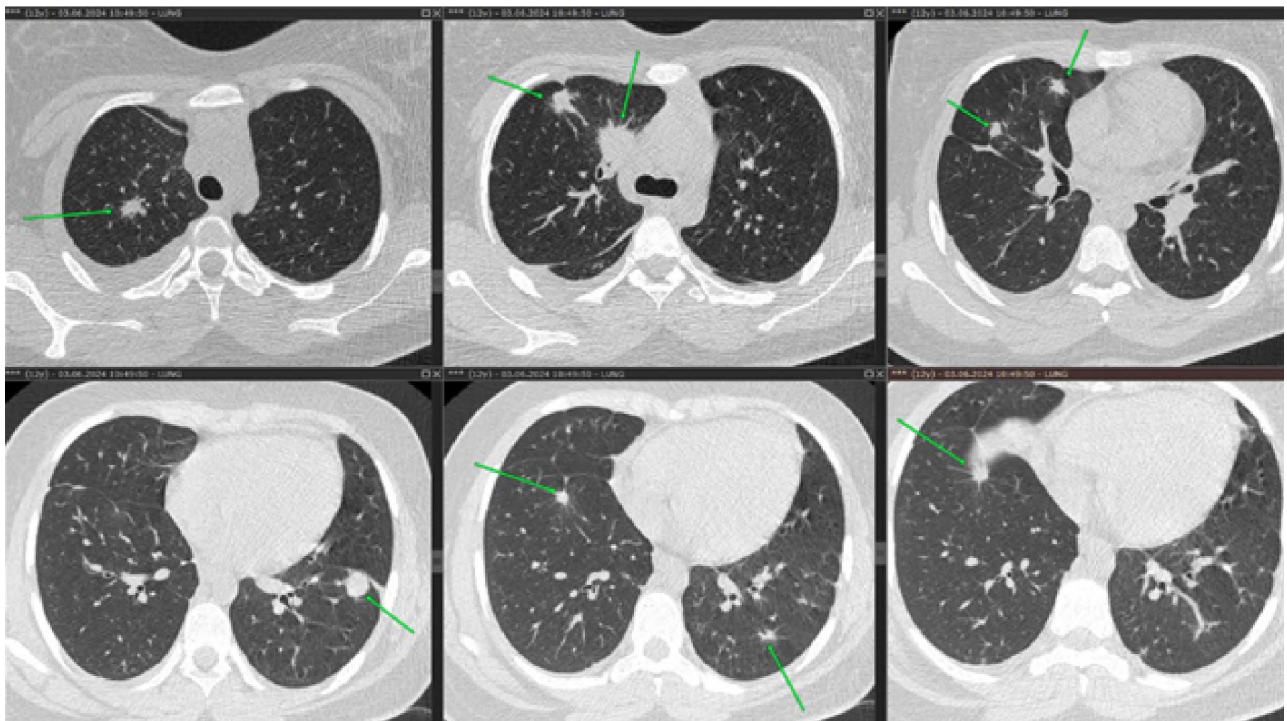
КТ ОГК: в обоих легких определяются очаги и фокусы уплотнения легочной ткани округлой формы с нечеткими лучистыми контурами размерами от 3 мм до 3,4 см
